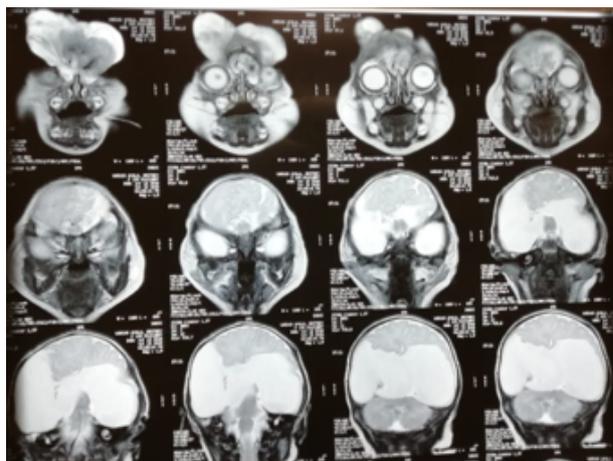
Resonancia Magnética Cerebral plano coronal.
